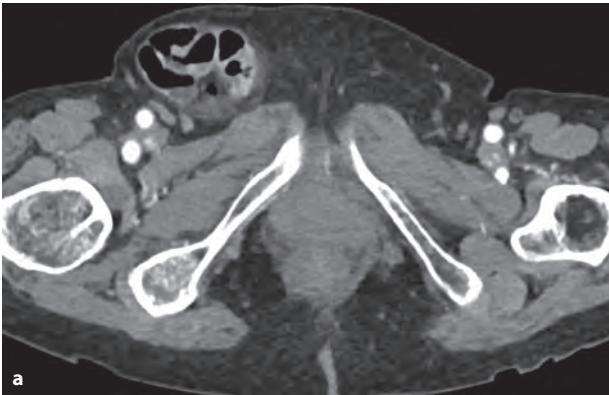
Больная 93 лет. Правосторонняя неущемленная бедренная грыжа. Венозная фаза КУ: а – аксиальная томограмма, б – фронтальная реконструкция. В правой паховой области определяется грыжевой мешок с петлями тонкого кишечника, а также приводящая и отводящая петли, их просвет приблизительно одинаковый.
